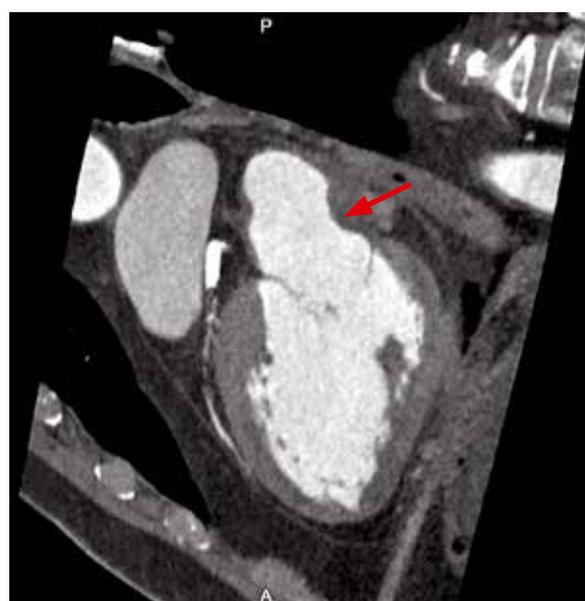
Интрамуральная гематома левого предсердия. Контрольная МСКТ через 12 месяцев.
